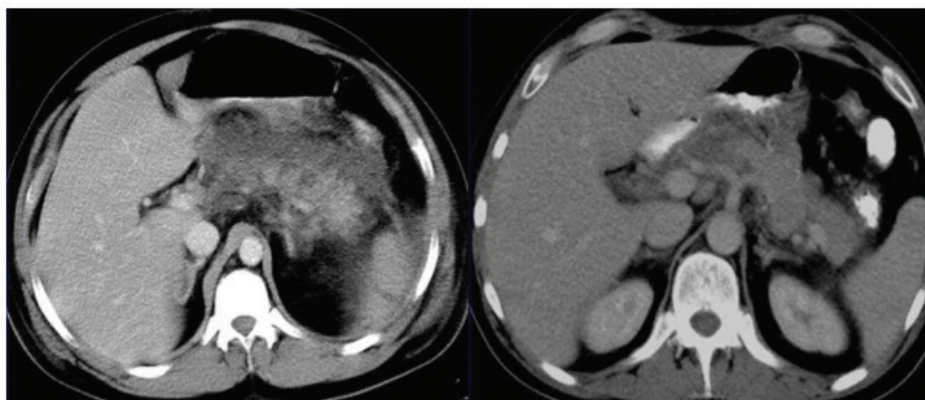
Томограмма субтотального панкреонекроза у пациентки С., 51 г.
